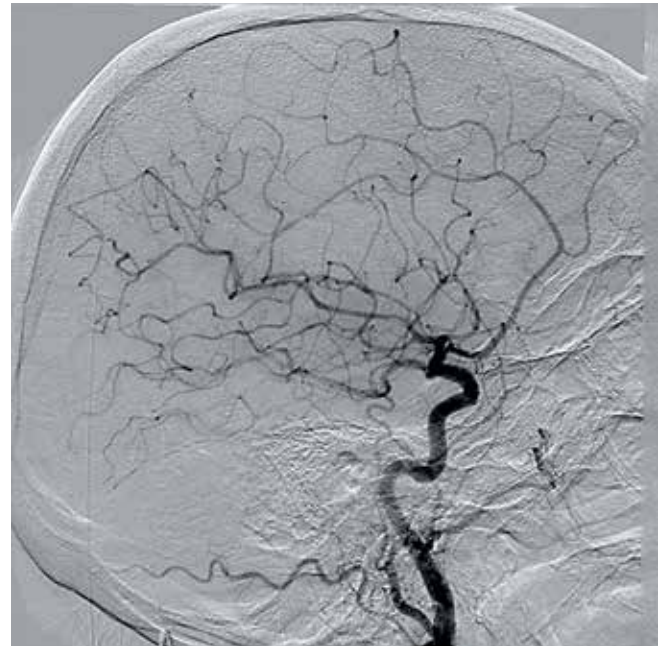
Компьютерная томография с контрастным усилением. Кровоток восстановлен
